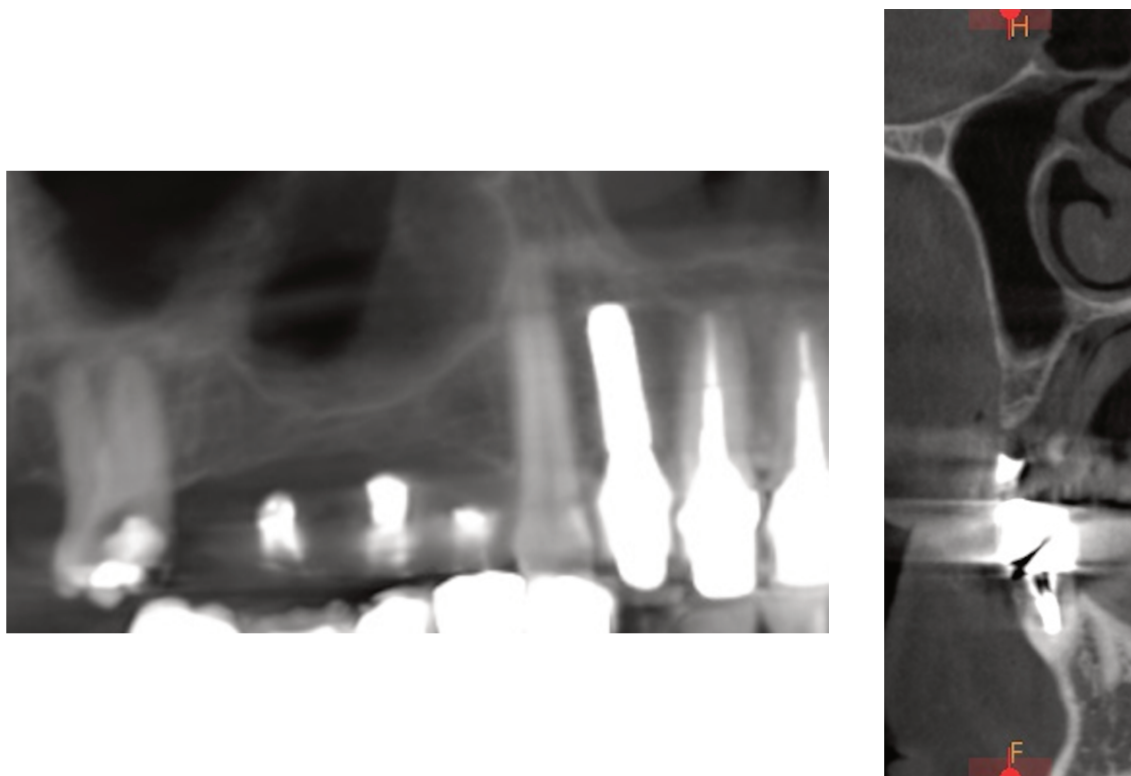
Extrait du CBCT cadré sur la zone d'intérêt à implanter soit le secteur 1, prémolo-molaire supérieur droit (Dr Philippe Colet)
